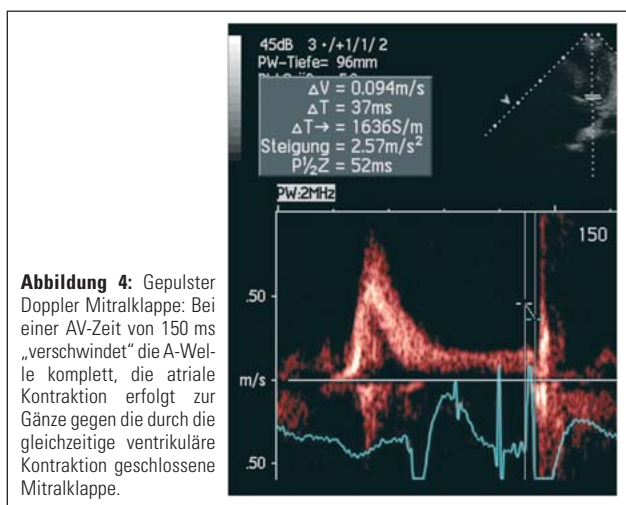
Gepulster Doppler Mitralklappe: Bei einer AV-Zeit von 150 ms „verschwindet“ die A-Welle komplett, die atriale Kontraktion erfolgt zur Gänze gegen die durch die gleichzeitige ventrikuläre Kontraktion geschlossene Mitralklappe.
